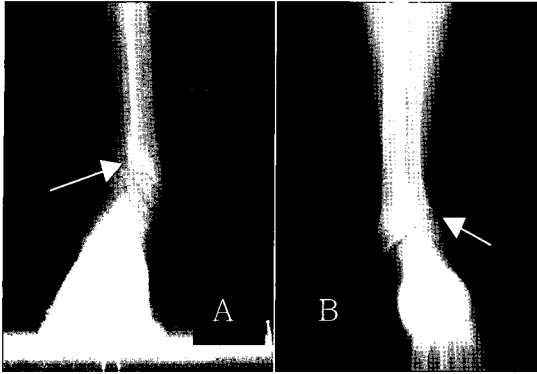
Both ankle anterolateral x-rays show a fracture and valgus deformity in the right(A) and left(B) tibia and fibula.
